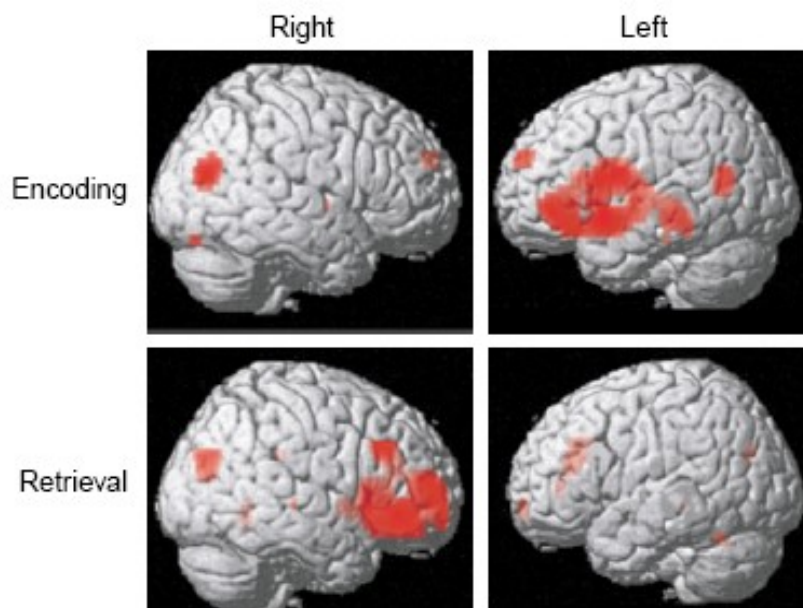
Das auf 3D-Gehirnmodelle projizierte Aktivierungsmuster aus einer PET-Studie zeigt eine überwiegend linkslateralisierte Aktivierung im PFC während des Enkodierens (Encoding) und eine überwiegend rechtslateralisierte Aktivierung während des Abrufens (Retrieval) episodischer Informationen entsprechend dem HERA-Modell (aus Habib et al., 2003)
